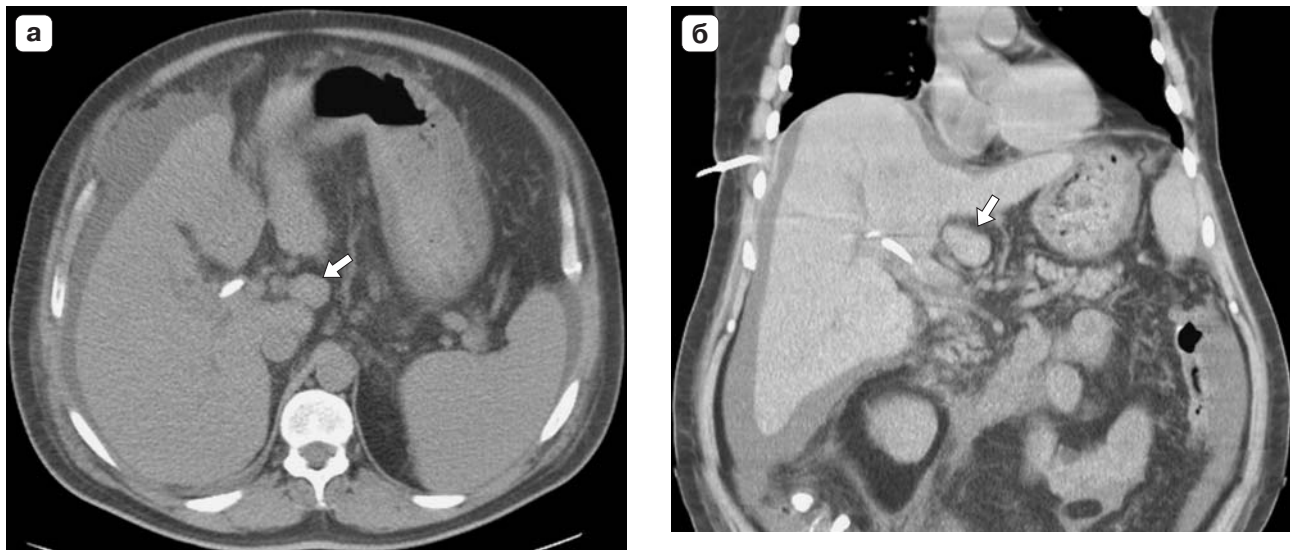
Компьютерная томограмма. Метастатическое поражение лимфоузла ворот печени (стрелки). а – аксиальная проекция, б – фронтальная проекция.
